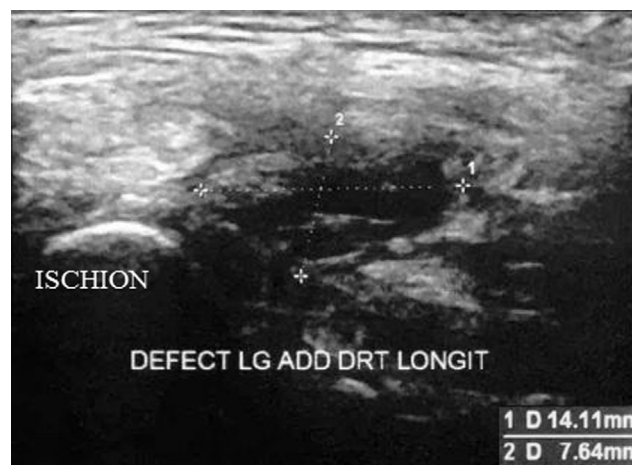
Échographie montrant la déchirure du tendon du long adducteur au niveau de son insertion sur la branche ischio-pubienne.
